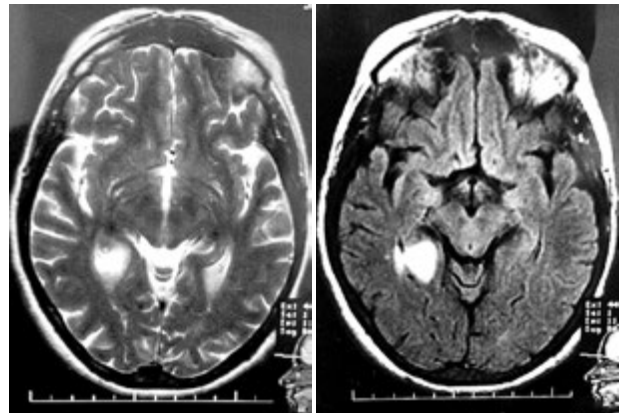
МРТ головного мозку на початку захворювання
